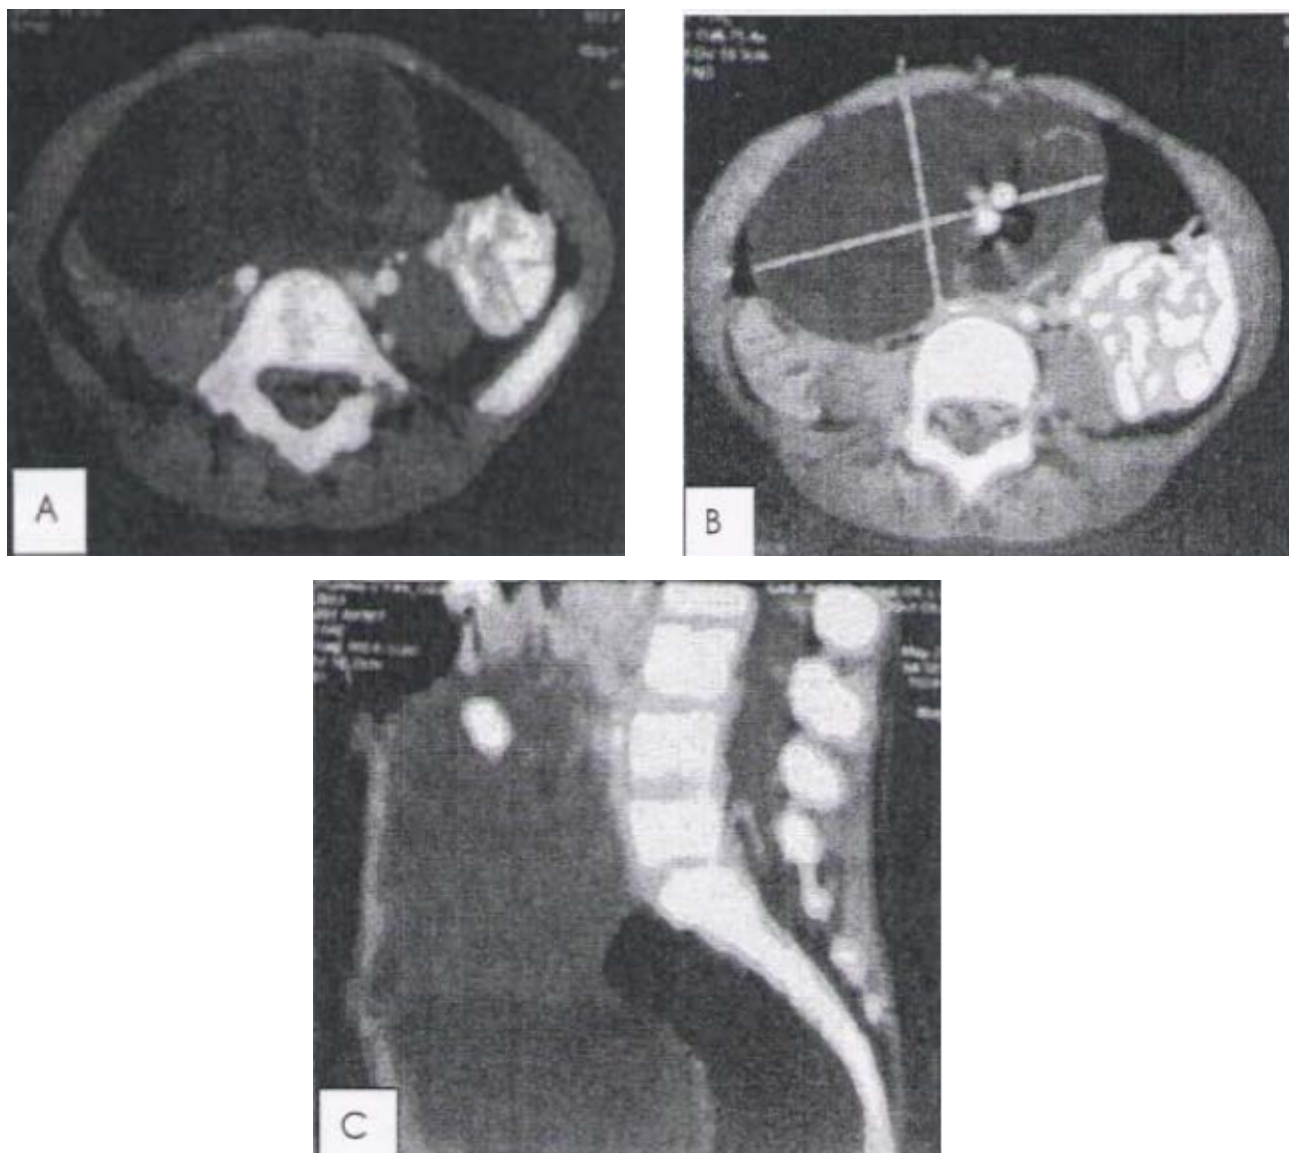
(A ; B ; C) TDM montrant une masse abdomino-pelvienne, hétérogène (larges hypodensités, cloisons internes, zones de densité graisseuse, calcifications) refoulant les structures digestives : aspect en faveur d'un kyste dermoïde ovarien gauche.[138]
